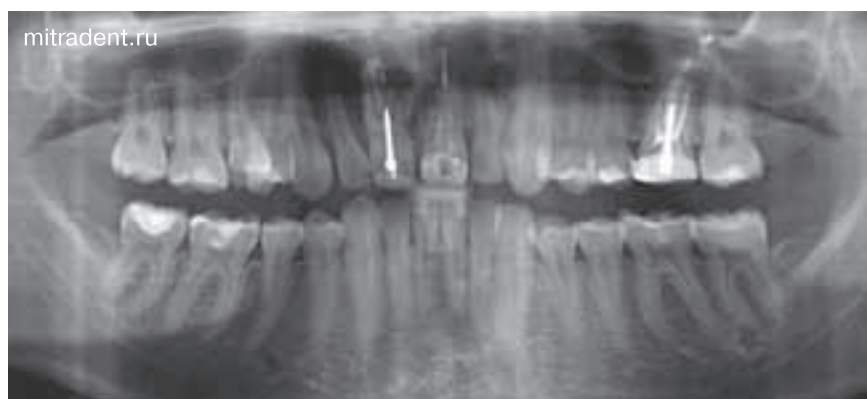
Ортопантомограмма Пациента К. (16 лет), обратившегося в клинику
